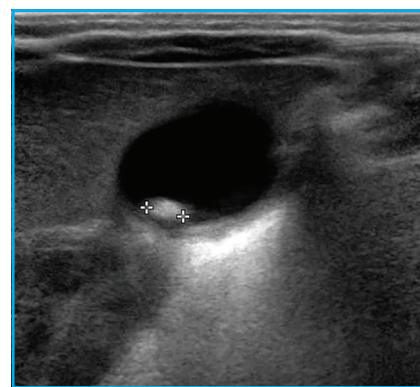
Lithiase vésiculaire en échographie.
